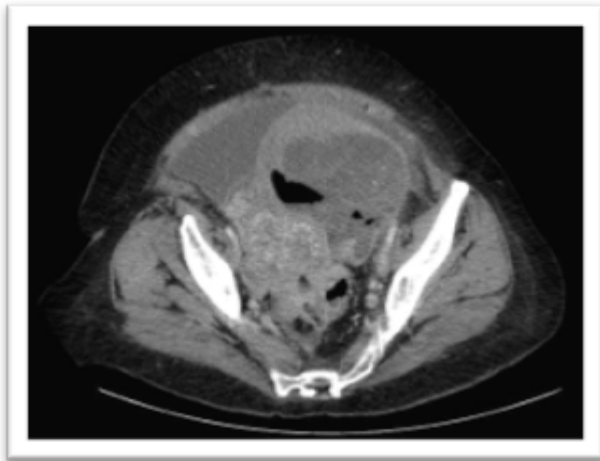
TAC abdomen: masa pélvica (16x15cm) de probable origen ginecológico complicada con aire en su interior por probable fistulización con tracto digestivo.
